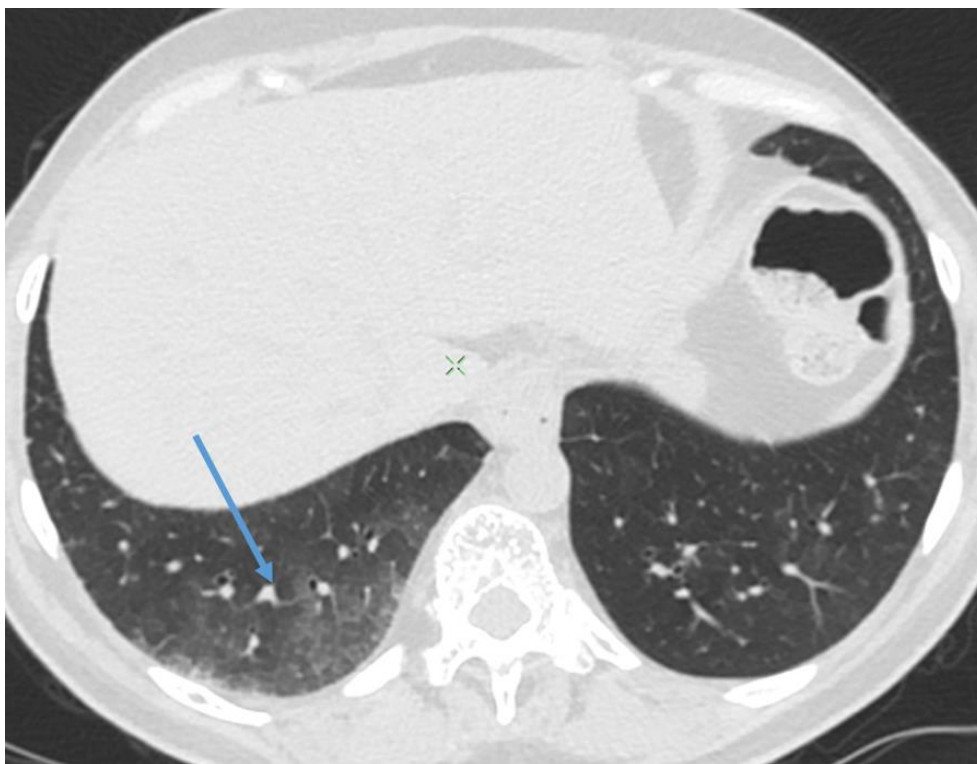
КТ груди, аксиальный срез.
